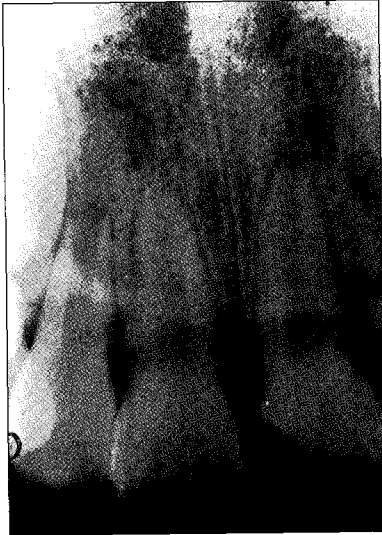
Radiograph before treatment
